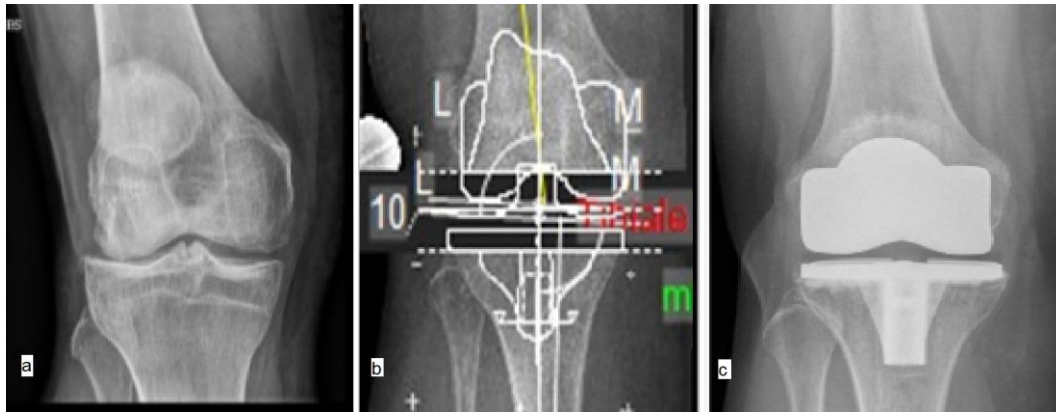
Pangenarthrose eines linken Kniegelenkes: a- Präoperative a.-p. Röntgenaufnahme; b- Digitale Implantatplanung; c- Postoperative a.-p. Aufnahme nach Implantation eines Kniegelenksersatzes (freundliche Genehmigung der Klinik für Orthopädie; Maria-Hilf-Krankenhaus Daun).
